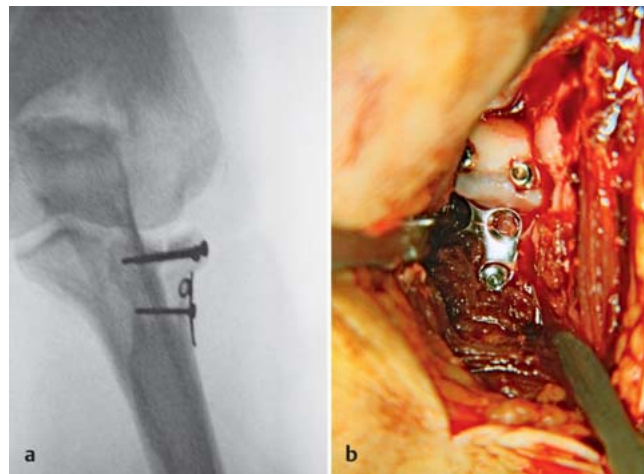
a und b Versorgungsbild einer Radiusköpfchenfraktur Mason 2 (AO 21-B2) mit Zugschraubenosteosynthese und Abstützplatte, Röntgenbild im a.-p. Strahlengang (a) und intraoperatives Bild (b).
